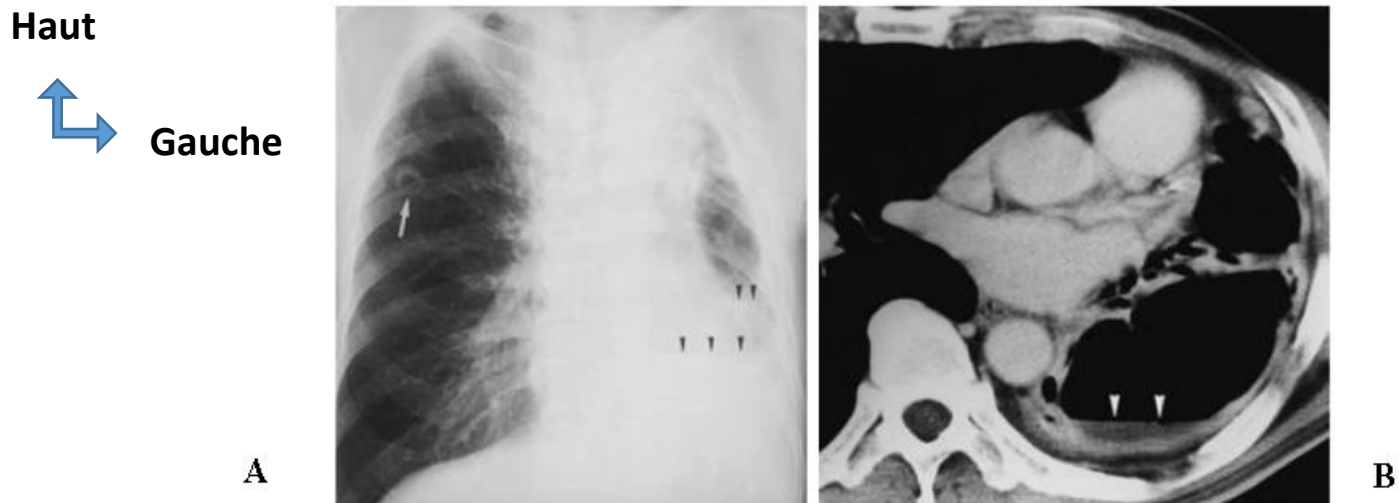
Image radiographique (A) et scannographique (B) d'un poumon gauche détruit. Perte massive du volume pulmonaire au sein de laquelle on remarque plusieurs cavités avec des niveaux hydroaériques (tête de flèche) [1]
